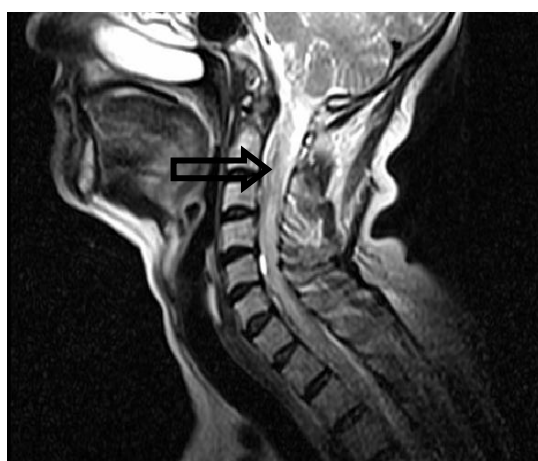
RMN, T2 sagital. Imagen de intensidad variable en el espacio subaracnoideo anterior
